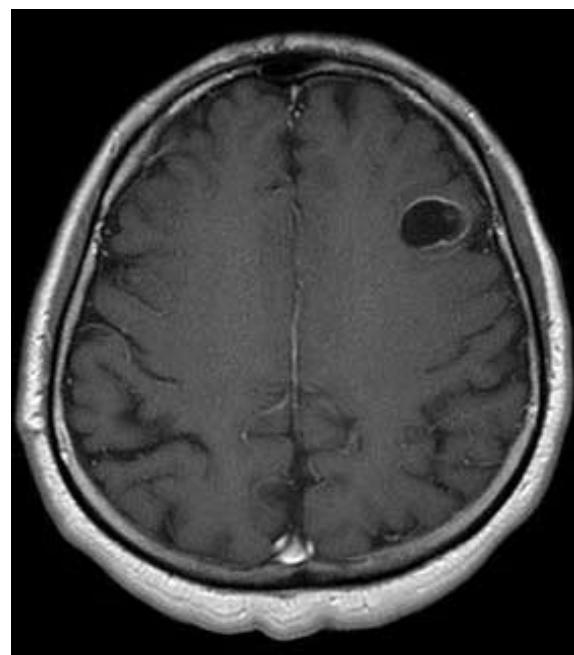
T1-weighted axial section after Gadolinium reveals a hypointense subcortical cystic lesion in the left middle frontal gyrus with thin enhancing wall and no oedema of the adjacent white matter.
